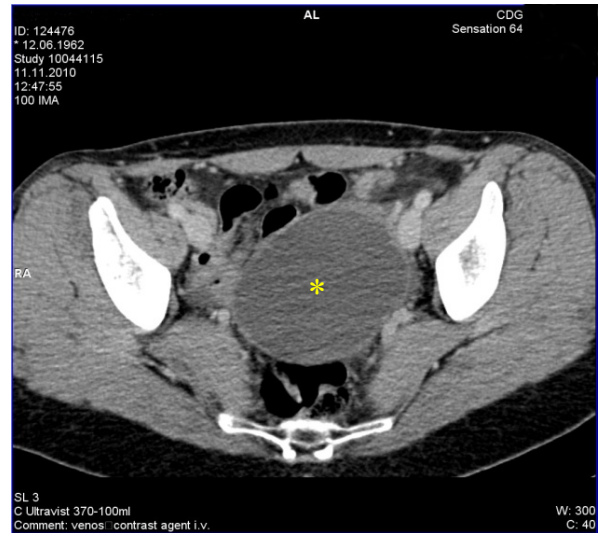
Комп'ютерна томографія (аксіальна проекція): кистозне утворення малого тазу (*)
